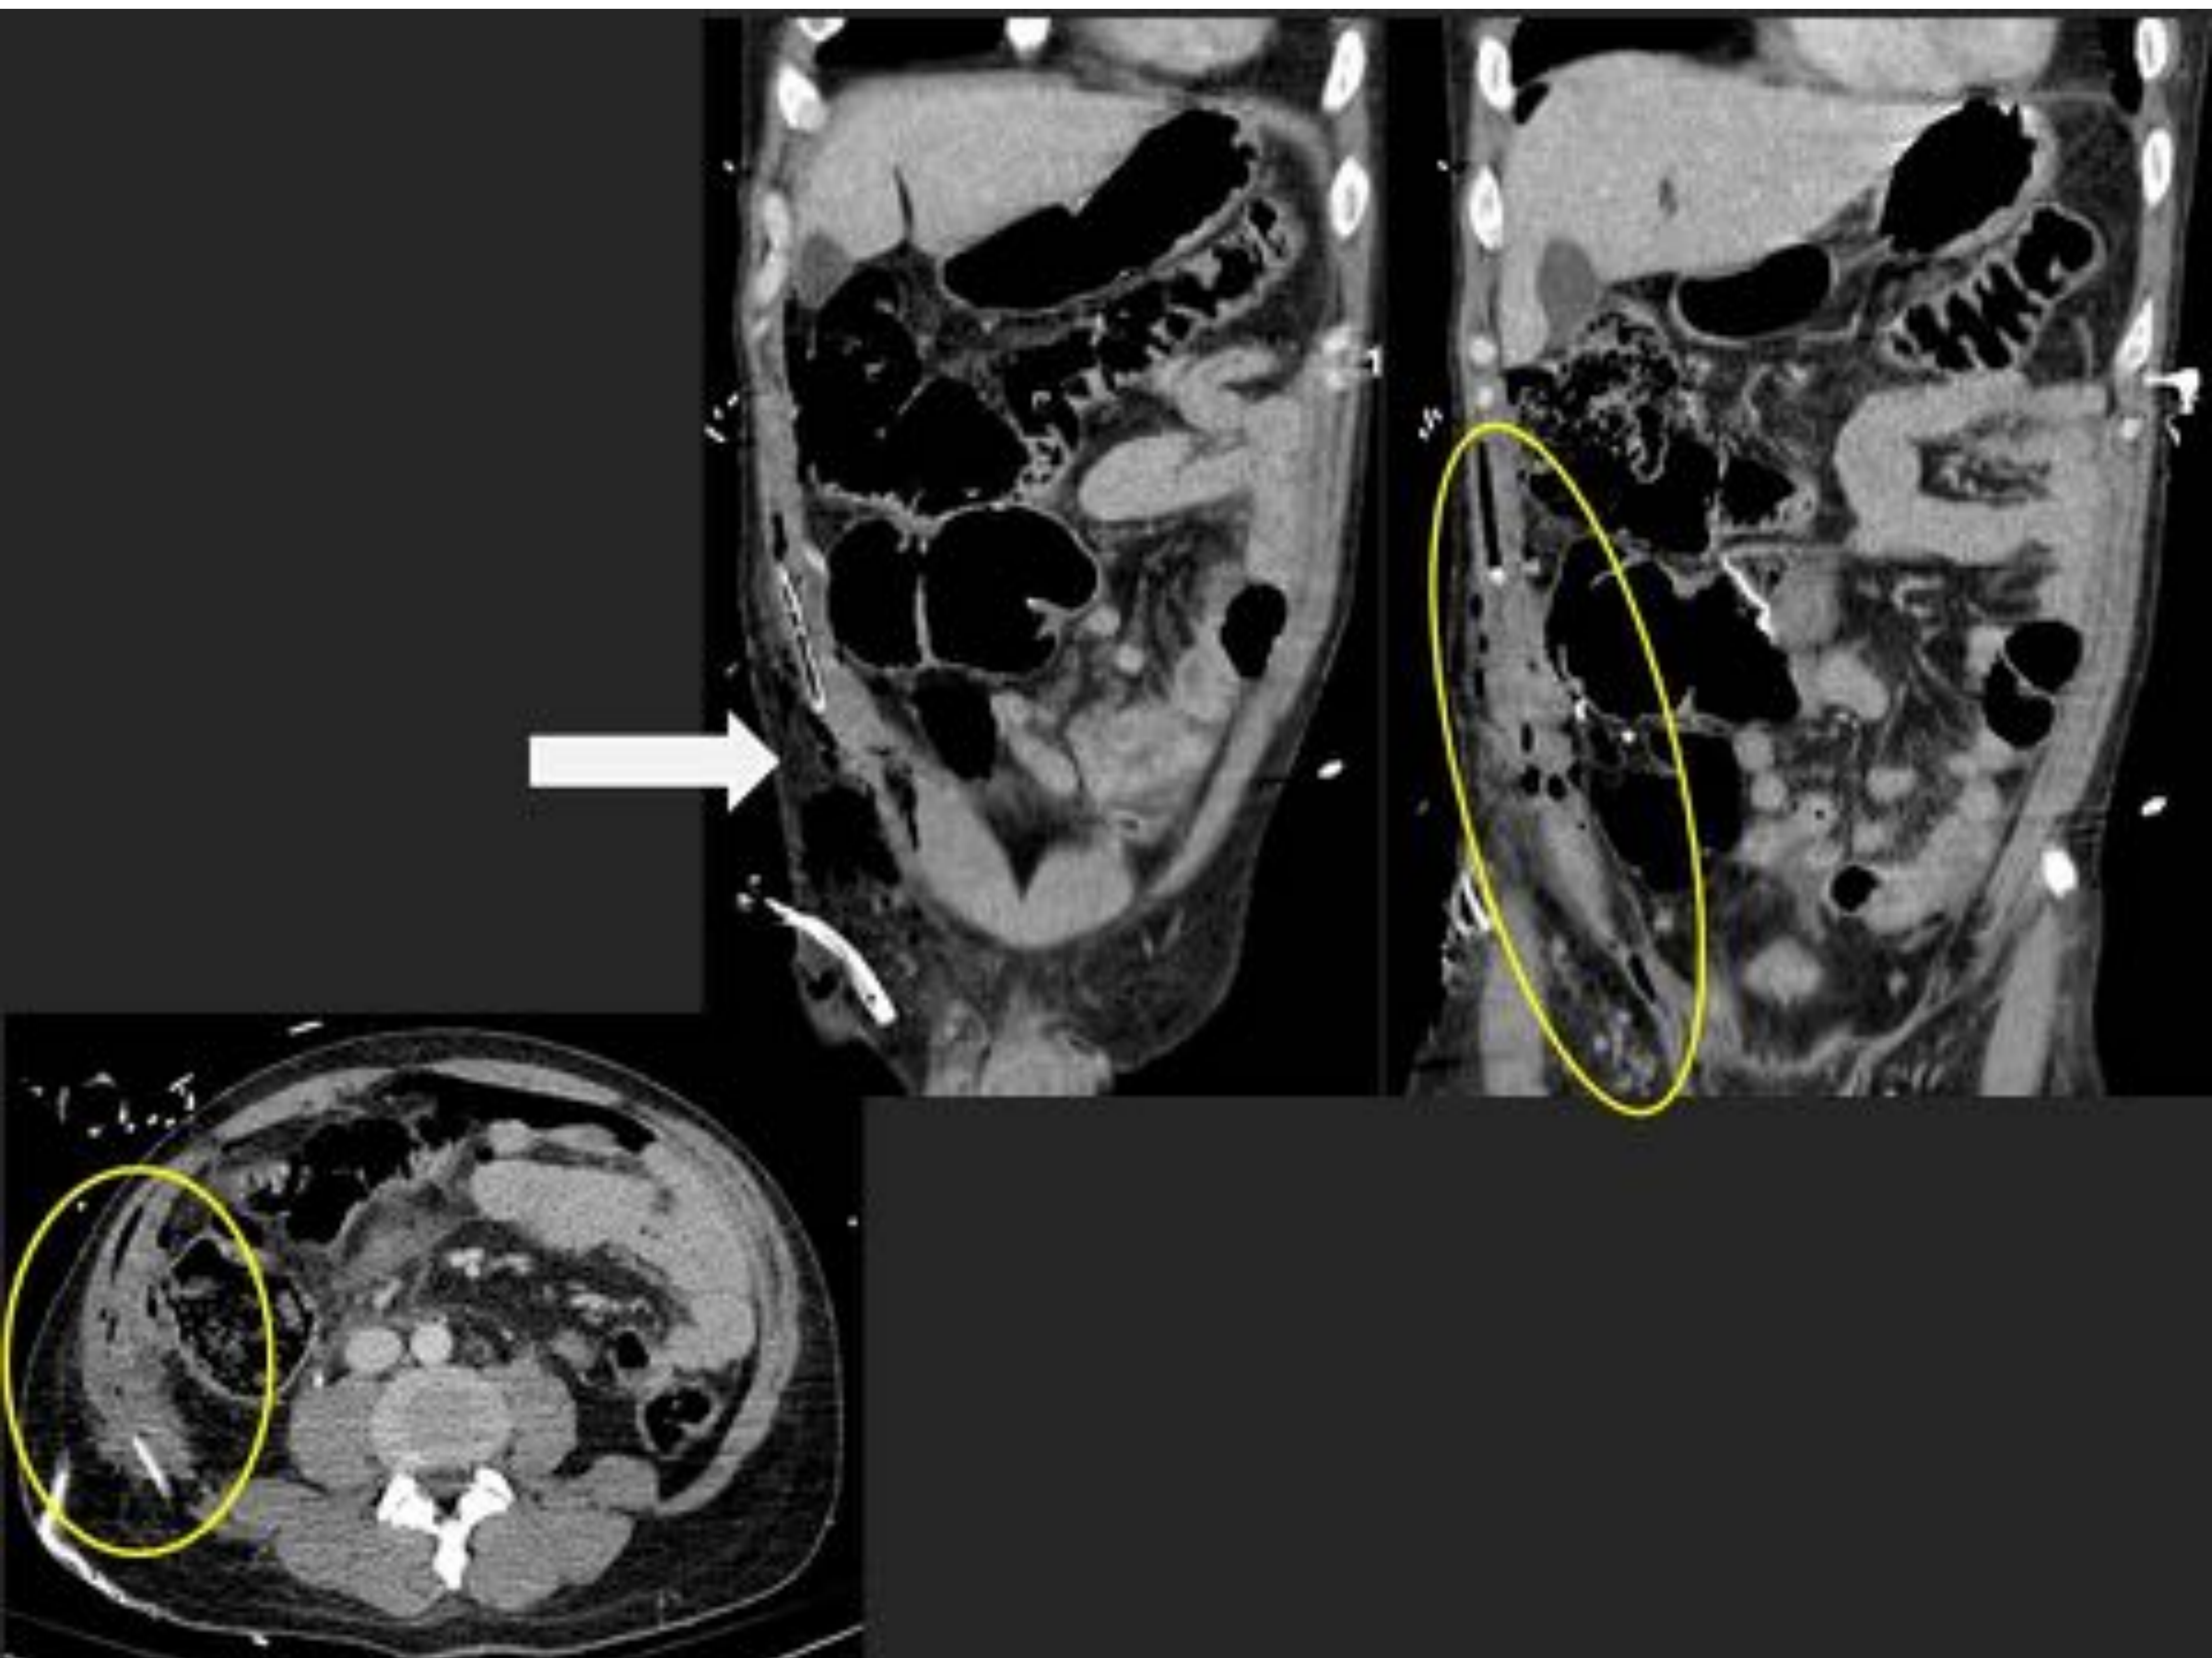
Paciente intervenido de urgencia por herida penetrante intraabdominal por asta de toro con evisceración y perforación intestinal. Resección ileocecal y desbridamiento de herida. TC postoperatoria donde se visualizan los cambios postquirúrgicos en fosa iliaca derecha con enfisema entre los planos musculares de la musculatura oblicua abdominal derecha con presencia de drenajes en tejido celular subcutáneo y en el espesor muscular. No se evidenciaron otras lesiones a distancia.
